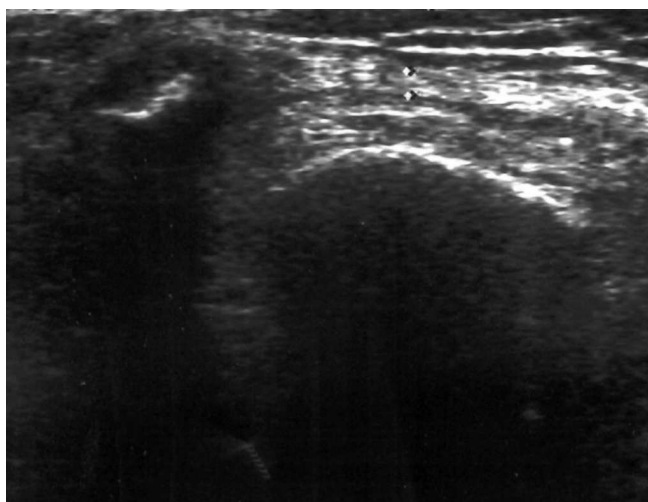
УЗИ коленного сустава через 1 год после введения тромбовара.
